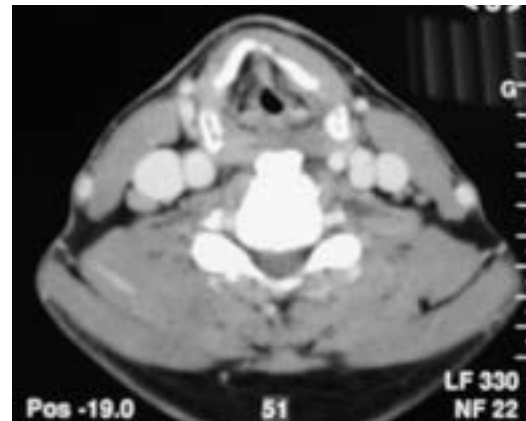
TDM laryngé en coupe transversale : rétrécissement de la lumière laryngée à l'étage glottique
